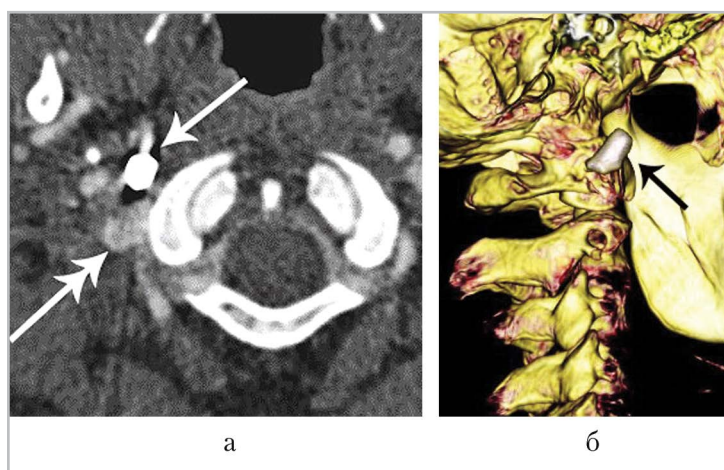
КТ-исследование с внутривенным болюсным контрастированием: а — аксиальная томограмма; б — реконструированное объемное КТ-изображение. Размерные стрелки демонстрируют инородное тело — пулю, двойная стрелка — посттравматическую аневризму правой позвоночной артерии
